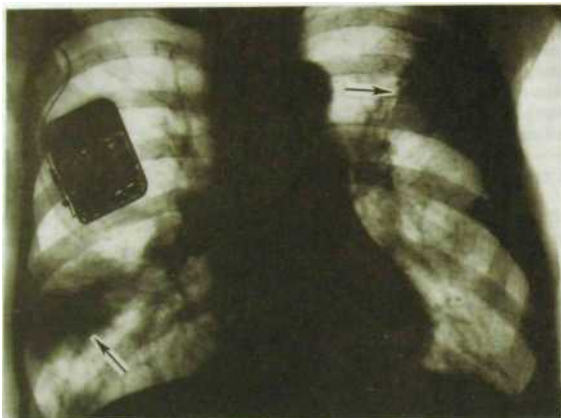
30. Обзорная рентгенограмма легких. Инфаркты в обоих легких (указаны стрелками). Тень высокой («металлической») плотности от прибора — водителя ритма сердца.
